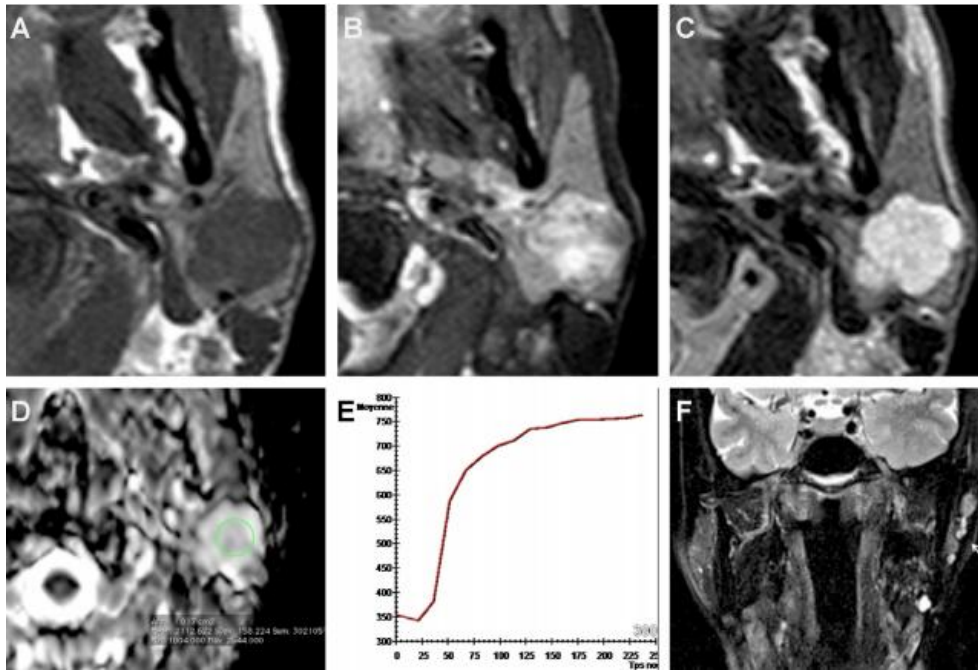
Image IRM de l'adénome pléomorphe de la parotide[19].
